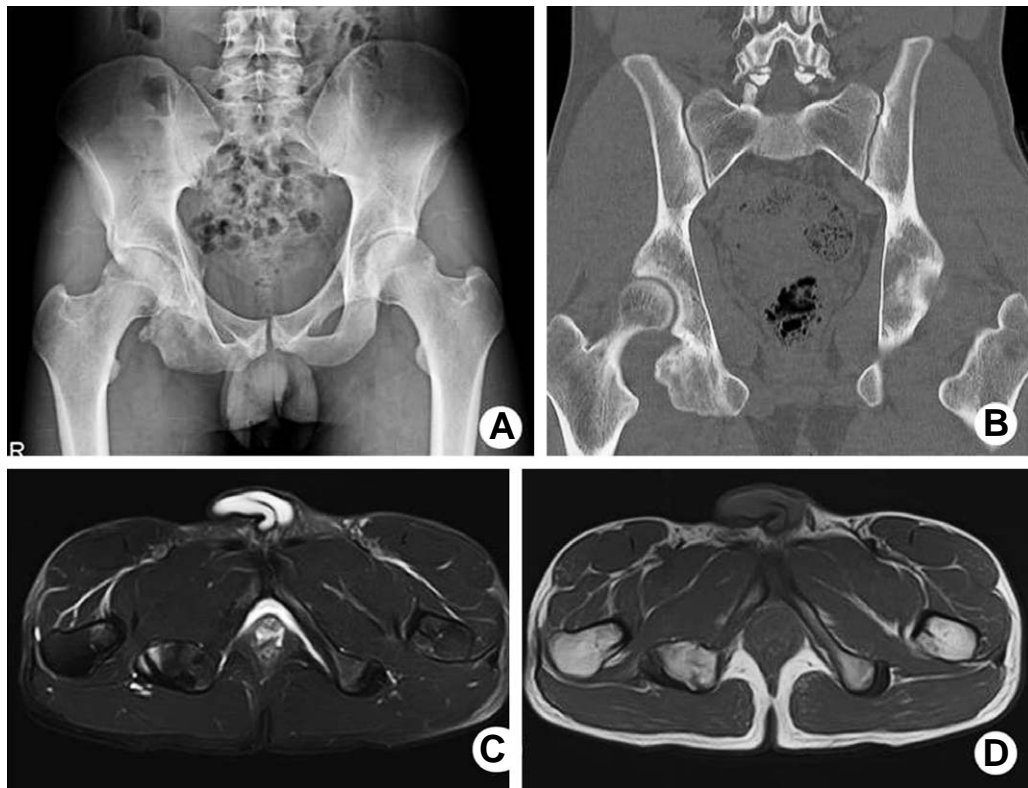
Preoperative radiographs. (A) Simple radiograph shows exophytic mass lesion with cortical expansion around right ischial tuberosity. (B) Computed tomograph shows exophytic mass lesion with cortical expansion around right ischial tuberosity and the mass narrows space between ischium and femoral neck. (C), (D) Magnetic resonance images show the same appearance with the simple radiograph and computed tomograph. The mass lesion shows isointense signal compared with nearby bone by both T1 and T2 weighted image. There is no evidence of sciatic nerve compression.
